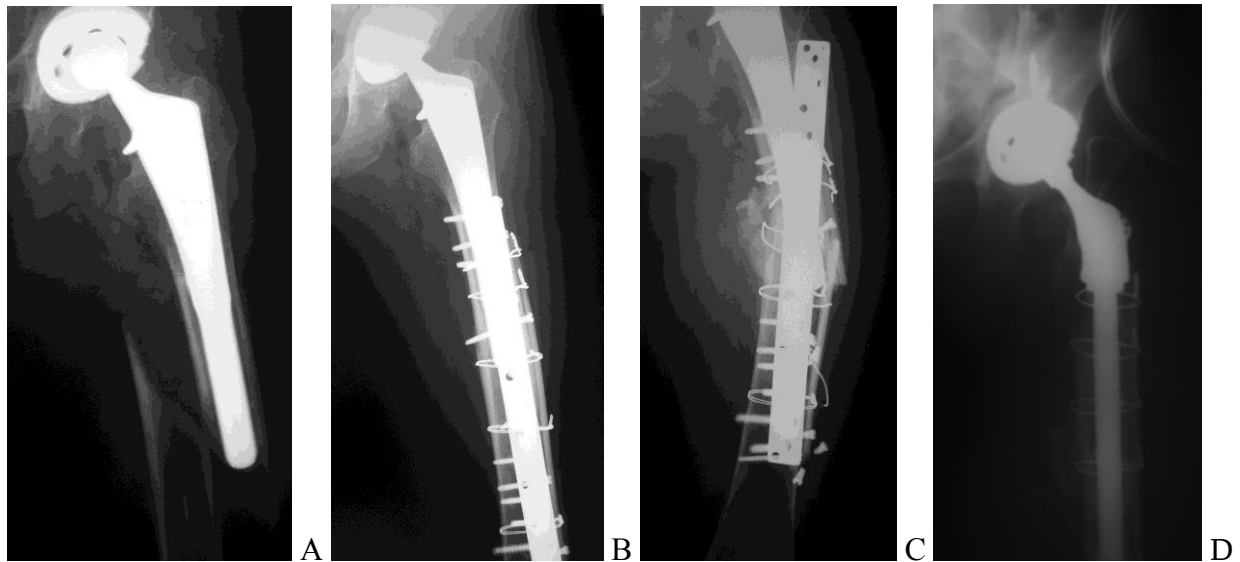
А. Рентгенограммы пациента К., 37 лет. Перипротезный перелом В-1 (стабильный бедренный компонент). В. Результат накостного остеосинтеза левой бедренной кости пластиной "ЦИТО-СОАН" с дополнительным укреплением бедренной кости кортикальным аллотрансплантатом и металлическими проволочными серкляжами. С. Рефрактура, перипротезный перелом типа В-1. D. Рентгенограмма после выполнения ревизионного эндопротезирования с использованием эндопротеза онкологического типа компании ЭСИ, цементная фиксация, дополнительное укрепление бедренной кости кортикальными аллотрансплантатами.
